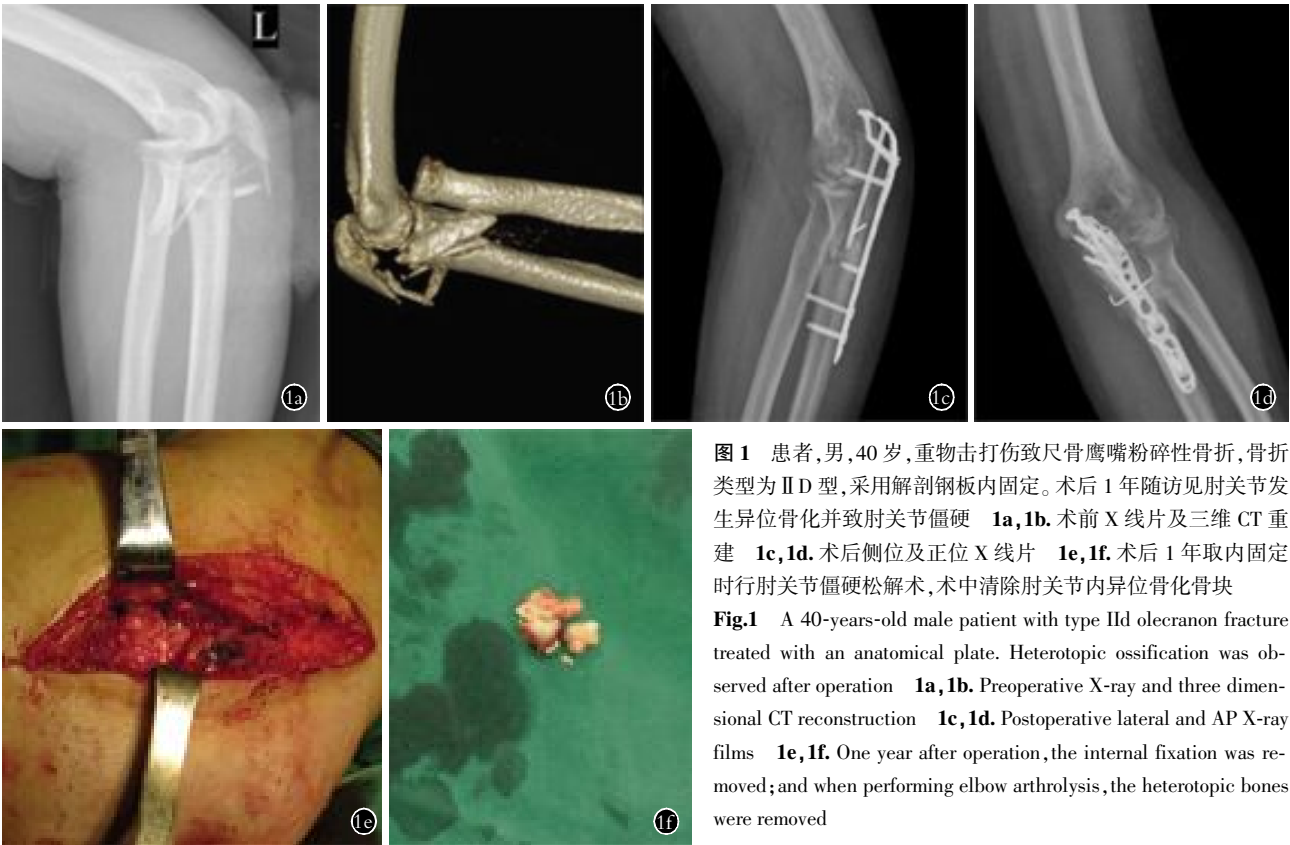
患者,男,40岁,重物击打伤致尺骨鹰嘴粉碎性骨折,骨折类型为 II D 型,采用解剖钢板内固定。术后 1 年随访见肘关节发生异位骨化并致肘关节僵硬 1a, 1b。术前 X 线片及三维 CT 重建 1c, 1d。术后侧位及正位 X 线片 1e, 1f。术后 1 年取内固定时行肘关节僵硬松解术,术中清除肘关节内异位骨化骨块
